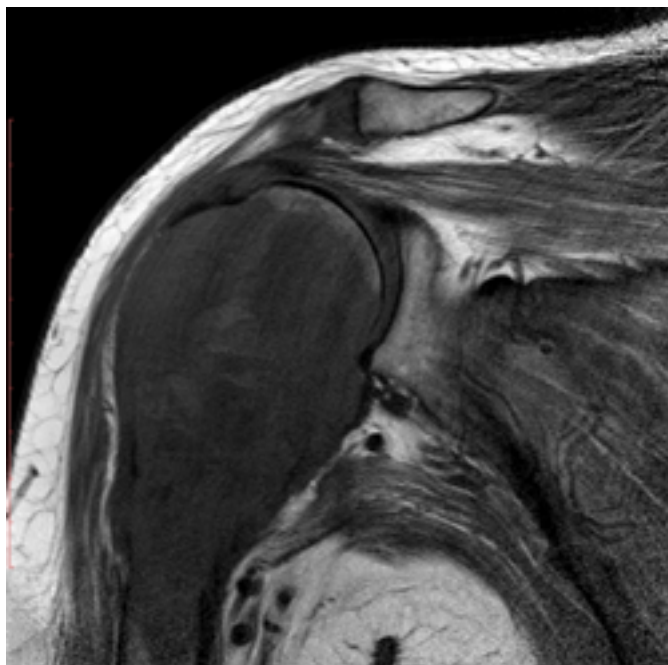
Imagem coronal de ressonância nuclear magnética do ombro direito na sequência T1 demonstrando baixo sinal no componente sólido.
